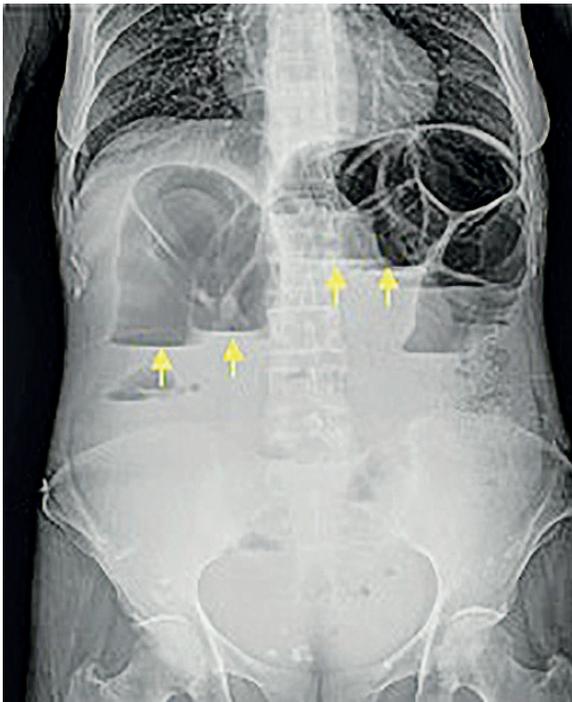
Radiografía de abdomen simple con signos de obstrucción intestinal, las flechas señalan los niveles hidro aéreos escalonados. Fuente: archivo de los autores.
